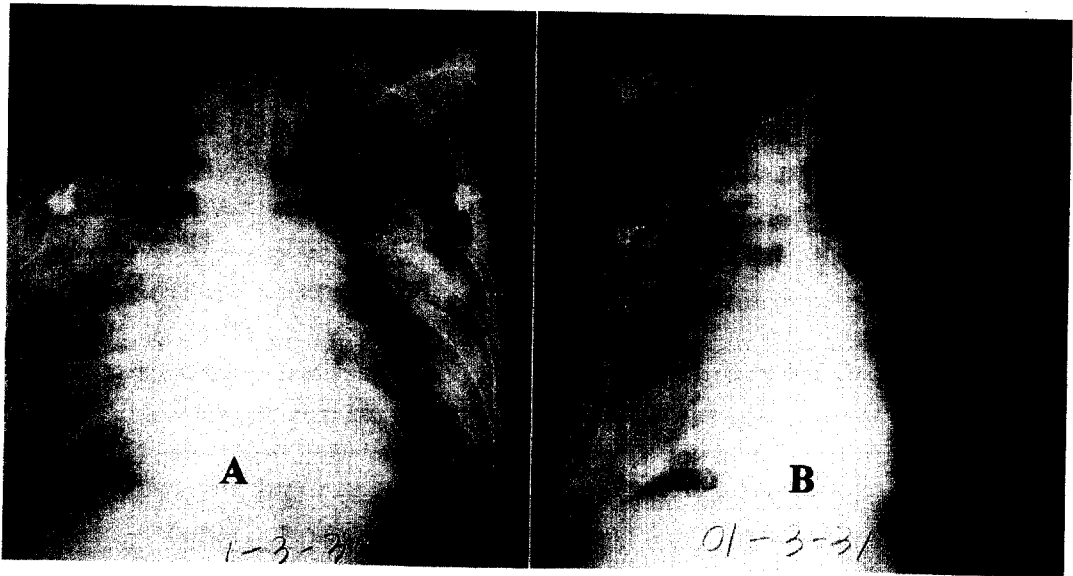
Patient with ARDS and barotrauma. Supine chest radiograph shows left subpulmonic and left apicolateral pneumothorax(A) which was neglected for 12 hours. Then the patient showed serious hypoxemia and a large amount of pneumothorax was noted(B).
